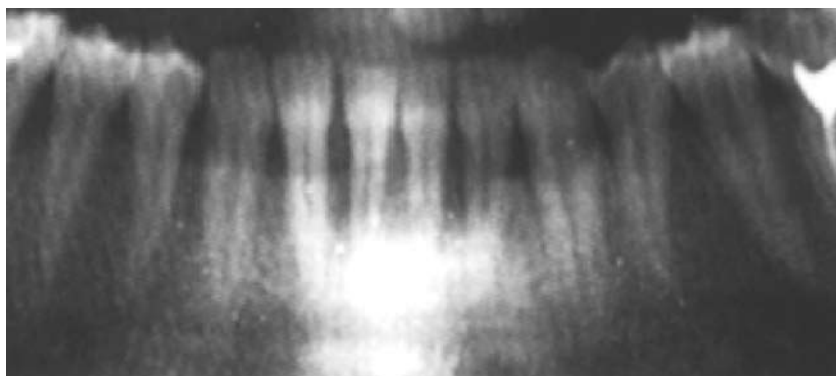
Рентгенограмма фронтального участка нижней челюсти больной К., 34 года (до лечения)
